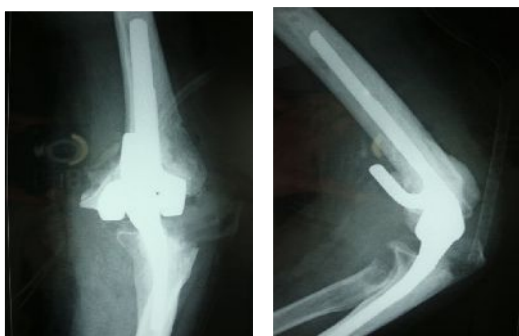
Radiographie du coude Face et Profil de contrôle (Cas N° 2)
